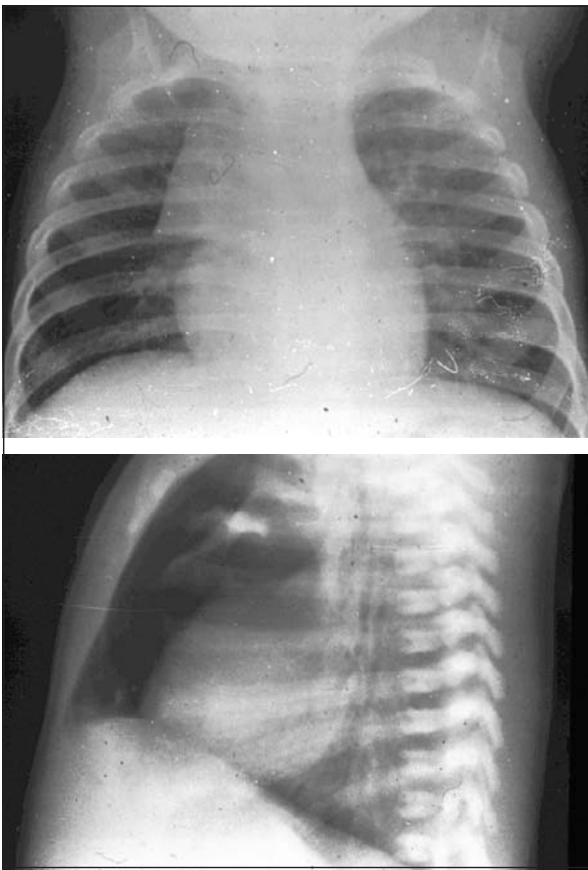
Radiografias torácicas de lactente normal com timo em “vela de barco”
